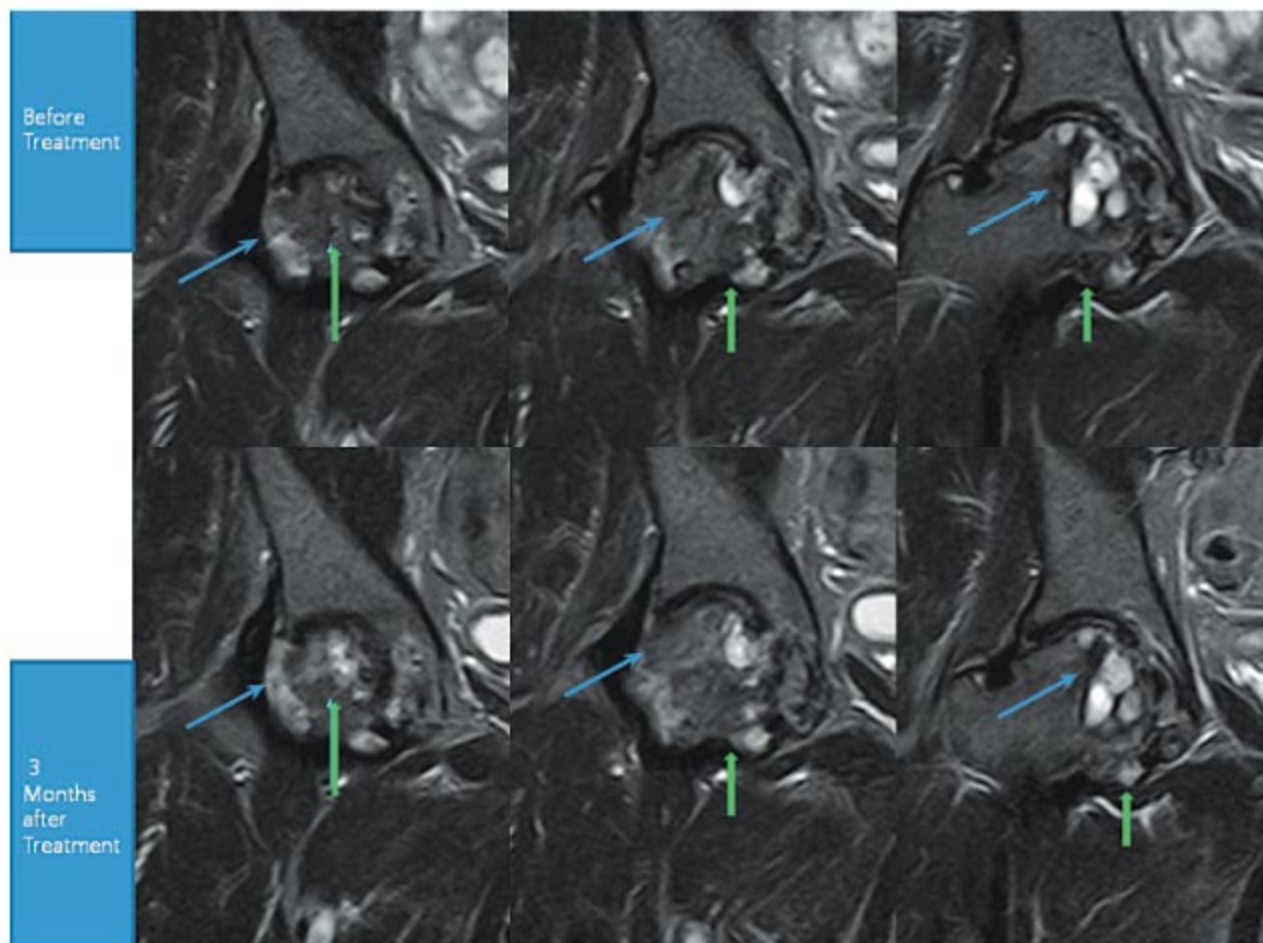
MRI of the right hip; T1 sequential coronal views. The blue arrow shows the pattern of probable bone regeneration. The green arrow shows probable bone consolidation.
